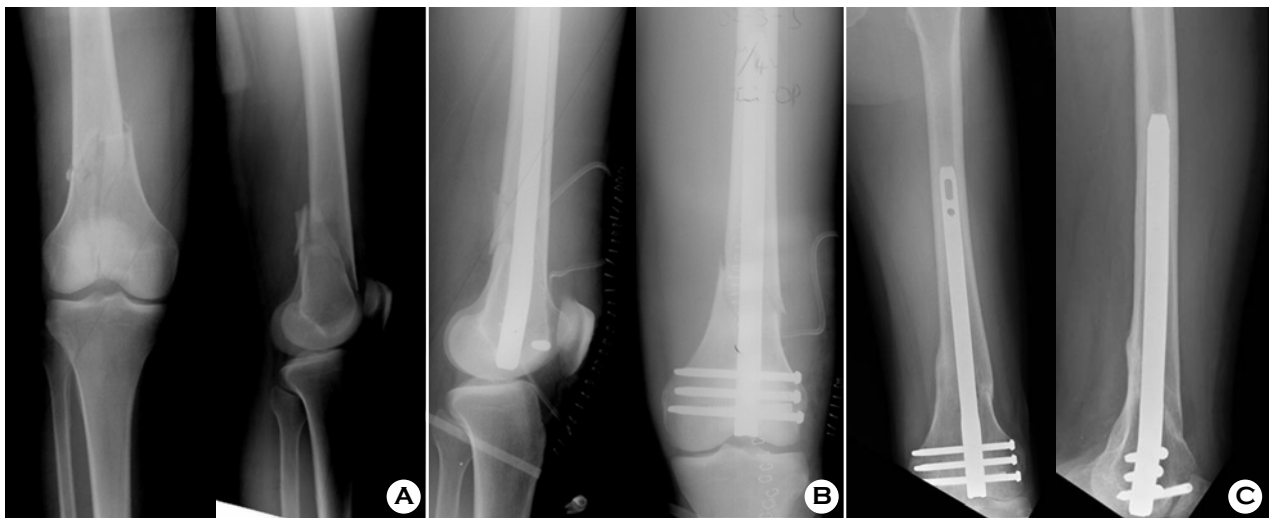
(A) The initial radiographs of a 37-year-old female patient shows AO type C2 femur fracture. (B) The immediate postoperative radiographs show the intercondylar fracture is reduced and fixed with retrograde intramedullary nail. (C) Postoperative 8 months radiographs show solid bony union.
